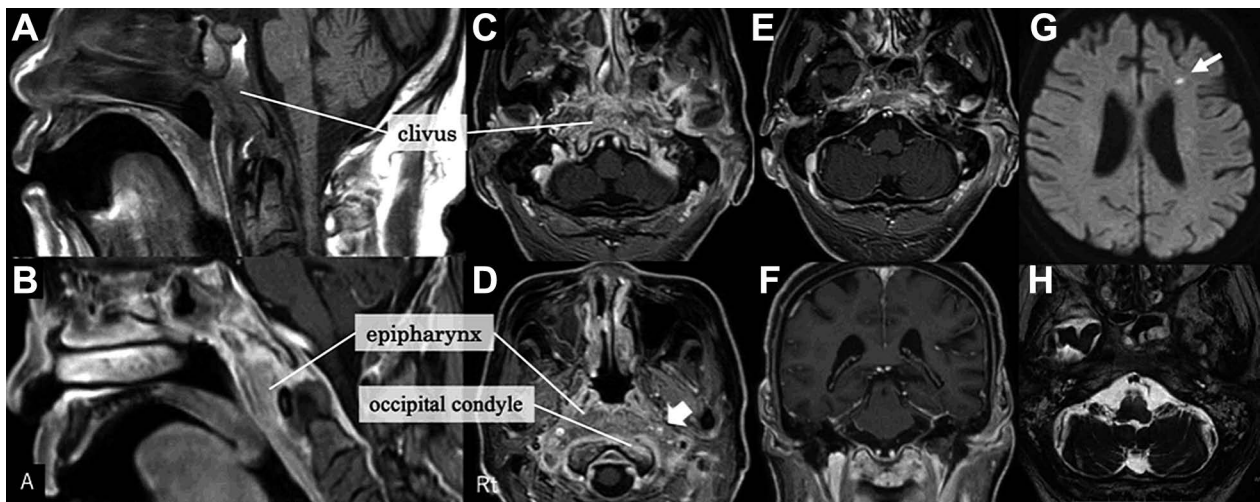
Brain MRI at his first visit to our department.
